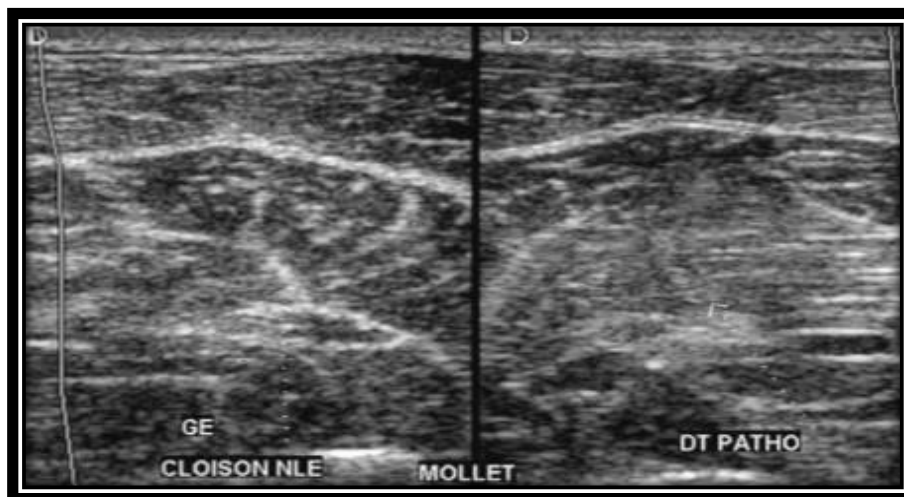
Image d'élongation en échographie. Coupes axiales comparatives au mollet. Disparition du côté gauche d'une cloison aponévrotique remplacée par un tissu hyperécho gène correspondant à de l'œdème.
